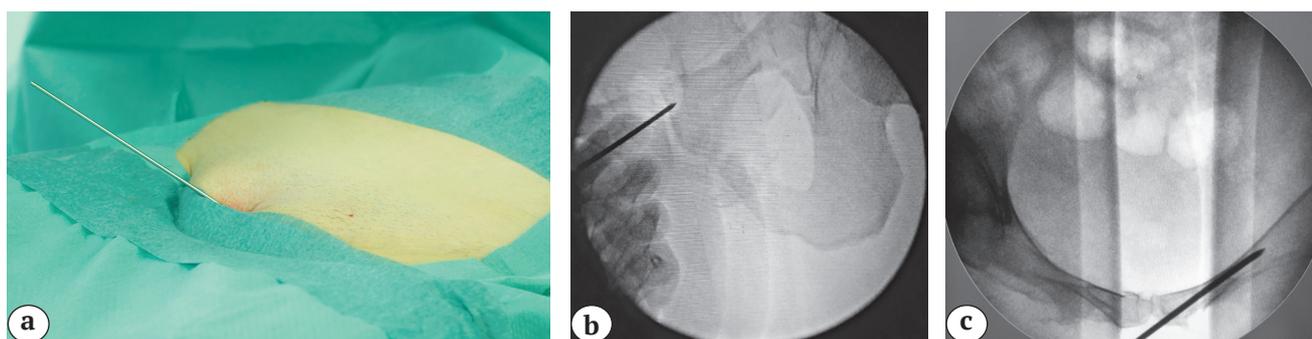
Установка направляющей спицы в дистальный отломок лонной кости: а — фото; б — интраоперационная рентгенограмма (outlet view) ; с — интраоперационная рентгенограмма (inlet view) (с)
